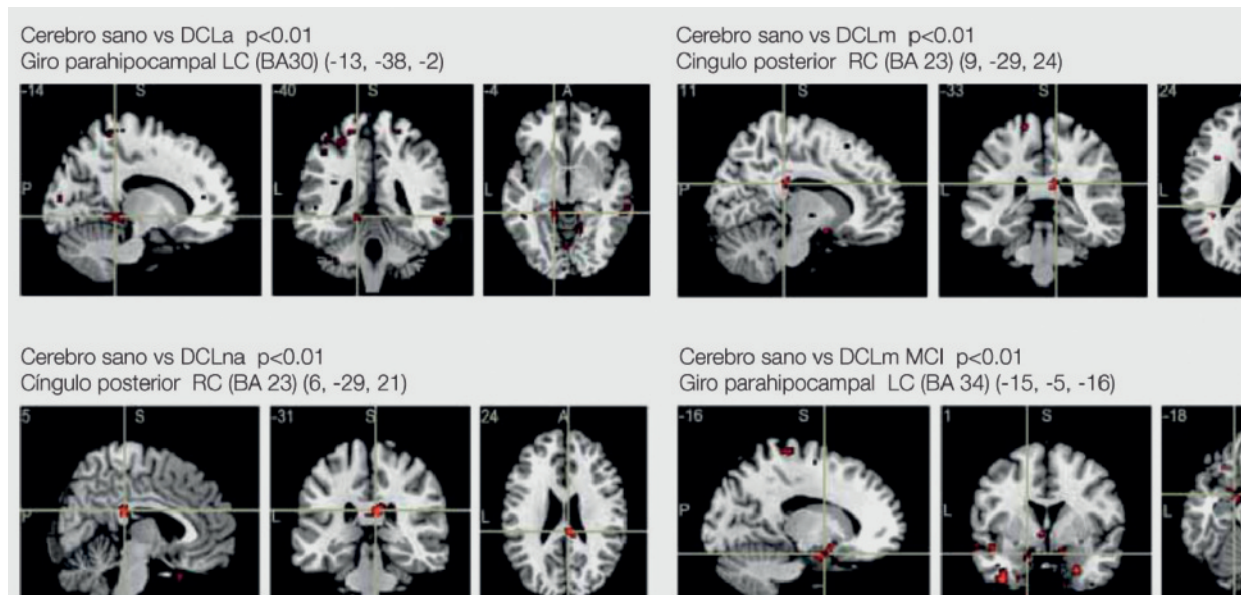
Técnica de volumetría con resonancia magnética cerebral (medición del giro hipocampal)
